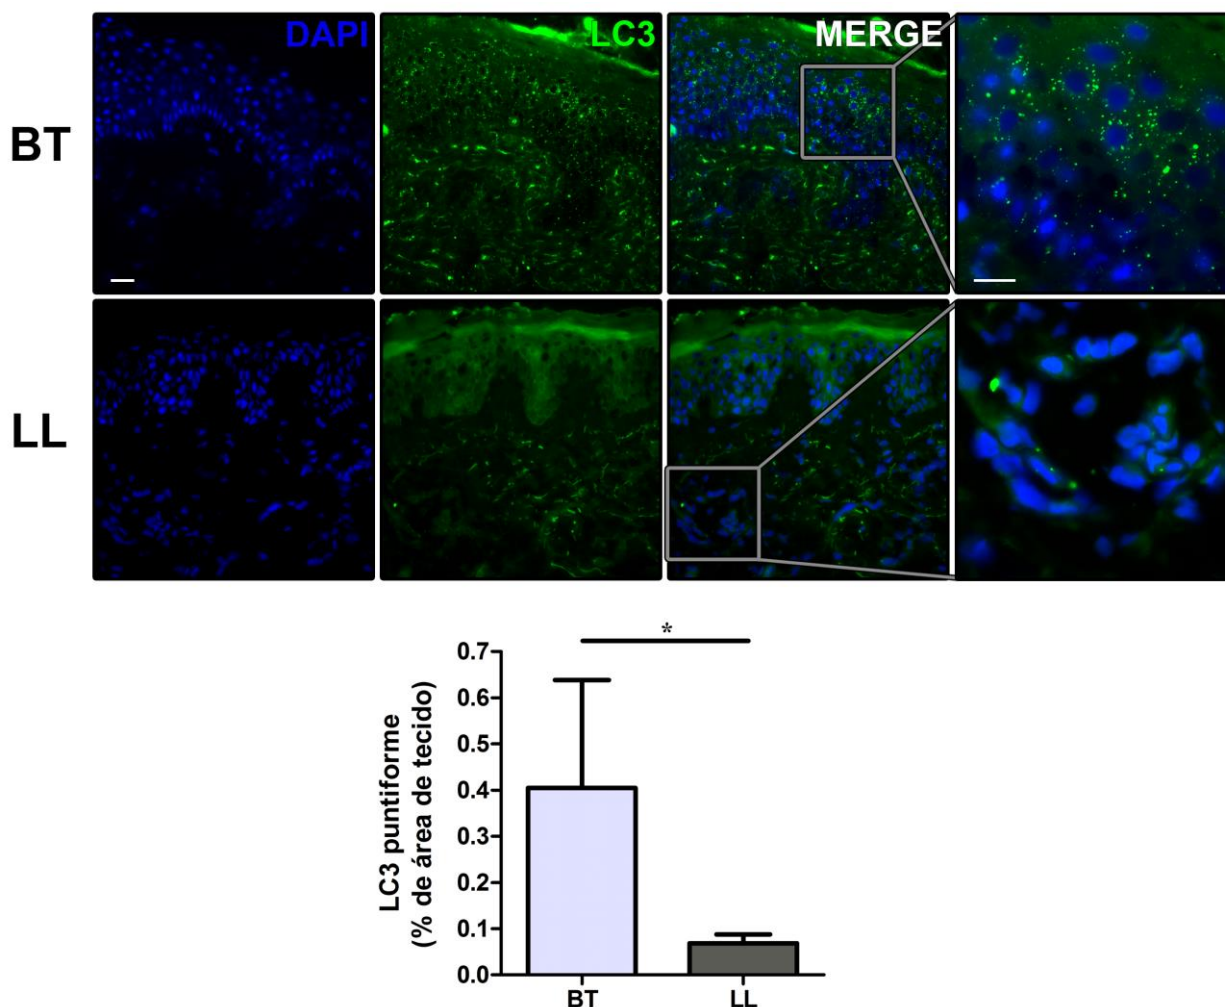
Expressão de LC3 em células de lesões de pele de pacientes com hanseníase. Fragmentos de lesões de pele foram obtidos de pacientes com as formas clínicas BT e LL e a expressão de LC3 foi avaliada pela técnica de imunohistoquímica contrastada com hematoxilina, utilizando um anticorpo anti-LC3. A quantificação das células LC3<sup>+</sup> foi feita através da razão entre as áreas de tecido marcada e total, em ao menos 10 campos randômicos por cada amostra, utilizando o programa Image-Pro Plus e os resultados são apresentados como média ± SEM. \*\* $P < 0,01$  pelo teste de Mann-Whitney. As imagens são representativas de três (BT) e quatro (LL) amostras de pacientes. BT: “borderline” tuberculoides; LL: lepromatoso lepromatoso. AU: unidades arbitrárias. Escalas: 50 µm (esquerda) e 25 µm (direita).
